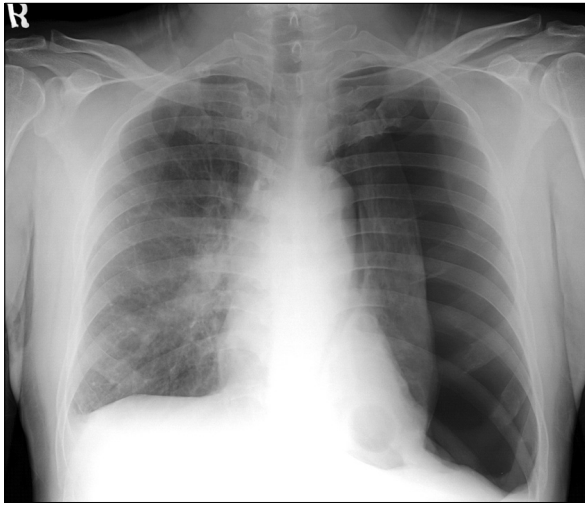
On admission, Chest X-ray showed left pneumothorax.
